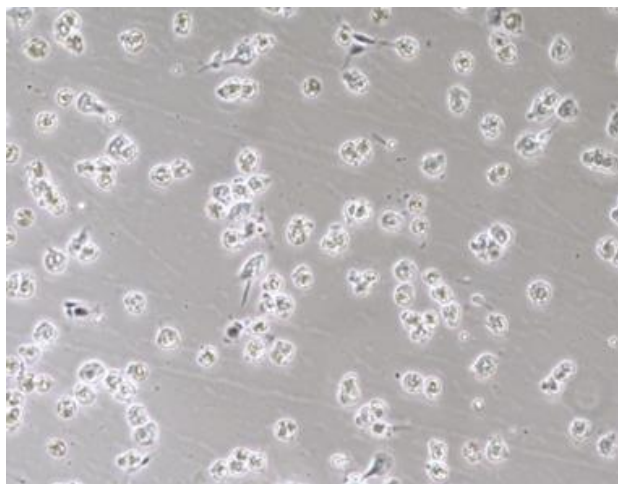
Изолированные клетки печени после проведения перфузии через 18-24 ч, $\times 100$, ФК
